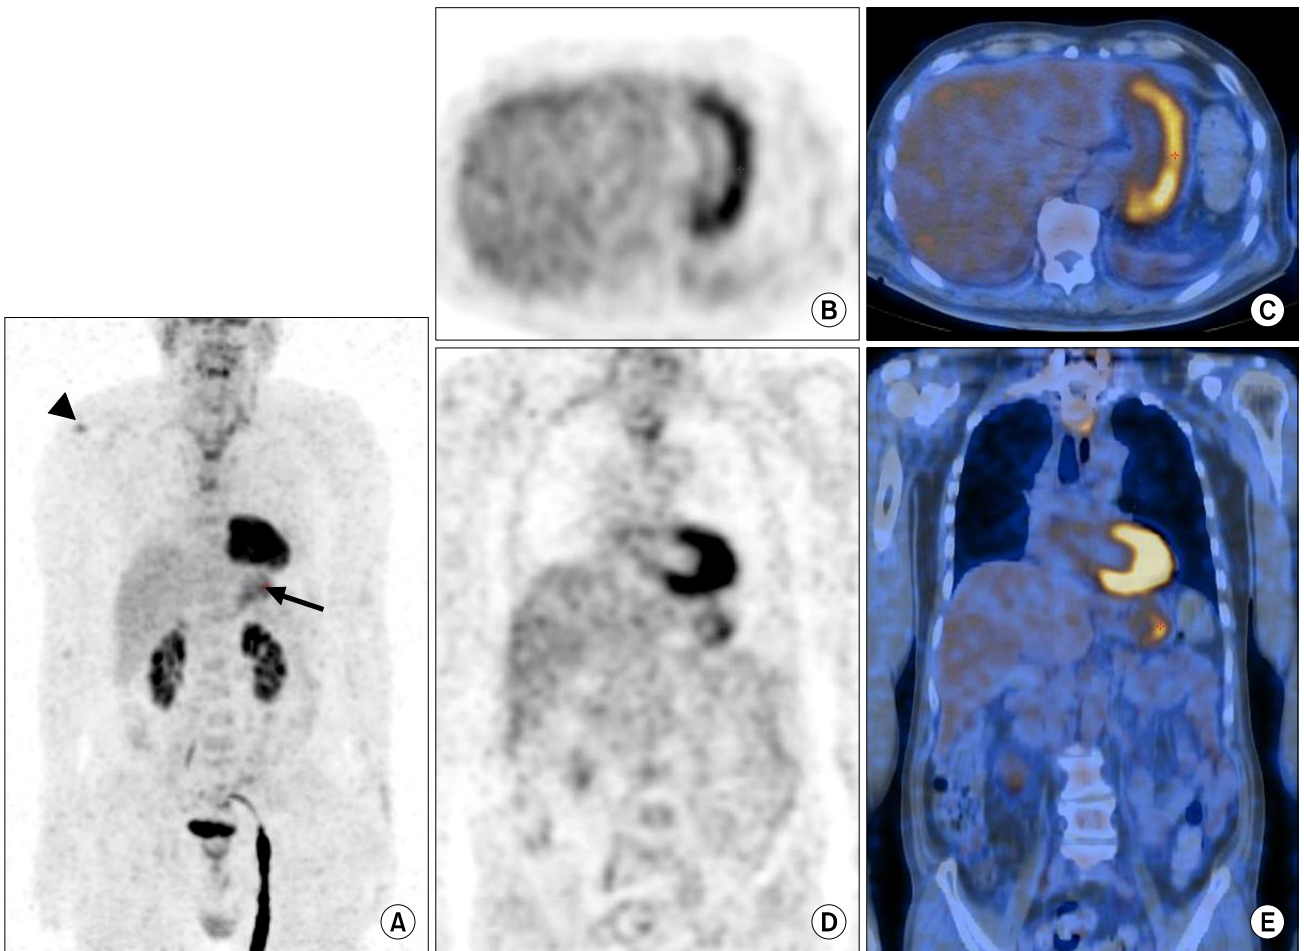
PET/CT was performed after surgery. Maximum intensity projection (MIP) image (A) showed there were hypermetabolic foci around right shoulder (arrow head) and stomach (black arrow). The former was due to tendinitis of right shoulder (not shown). PET (B, D) and fusion (C, E) images showed linear activity along greater curvature of stomach was noted, which favored gastritis. Endoscopy was recommended, but not performed. There was no other hypermetabolic lesion, suggesting primary malignant focus.
